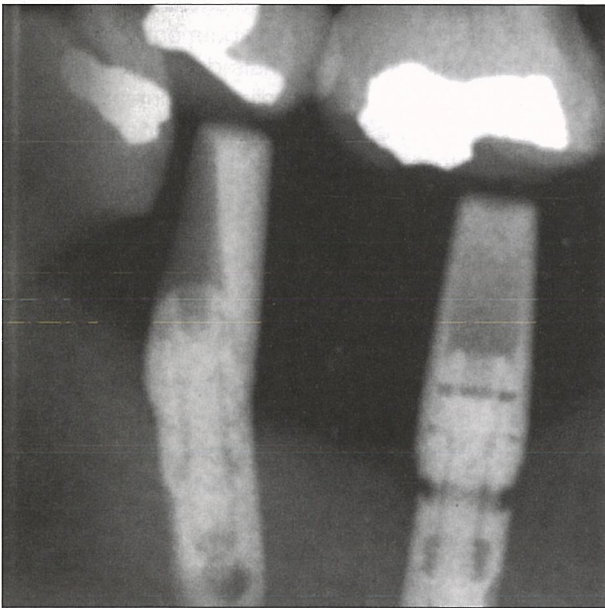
Radiographie fournie par le prothésiste initial.
